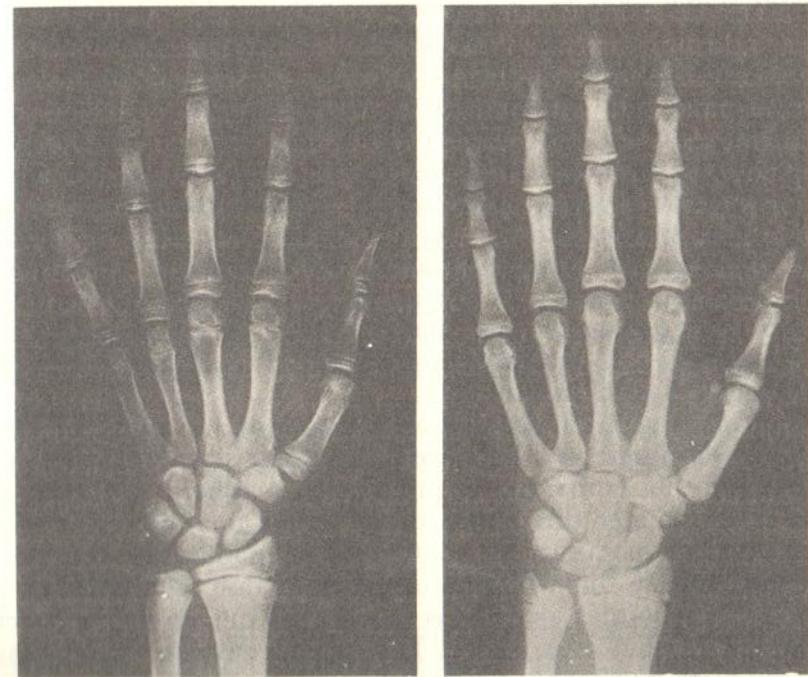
Radiografías de una mano de dos muchachos, ambos de 14.0 años: (*izquierda*) edad ósea 12 "años"; (*derecha*) edad ósea 16.0 "años".
